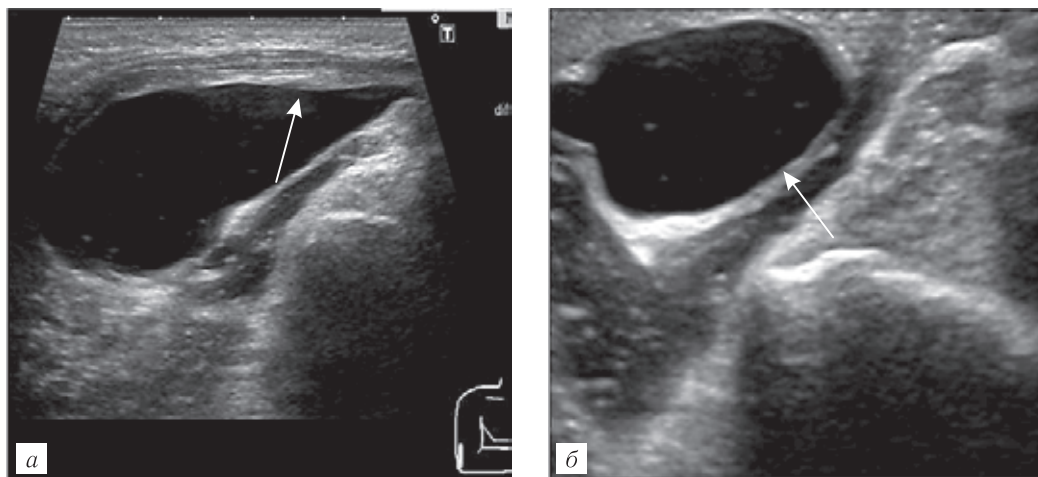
Больной Н., 19 лет. Острый (серозный) бурсит локтевого отростка: *а* — УЗИ, В-режим, продольное сканирование; *б* — УЗИ, В-режим, поперечное сканирование. Синовиальная сумка локтевого отростка содержит анэхогенную жидкость, капсула — четкая ровная (стрелки).
